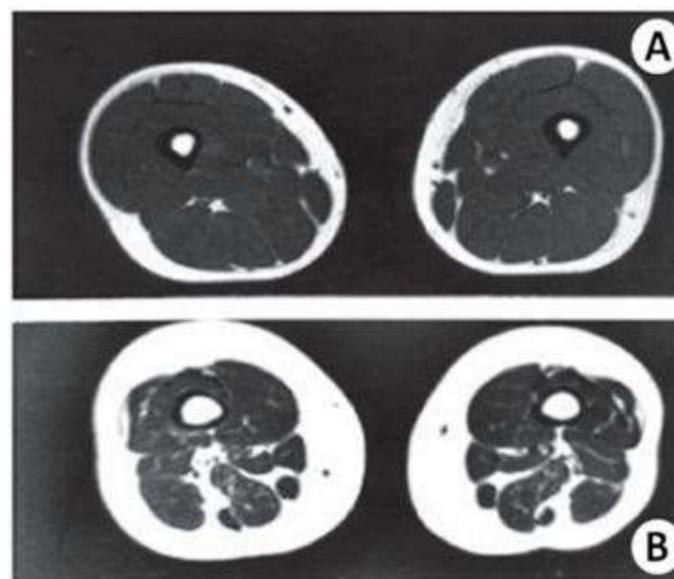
Ressonância magnética da coxa de dois adultos. Em A, adulto fisicamente ativo; B, sarcopenia em idoso sedentário. Extraído de Vieira et al²⁶.
